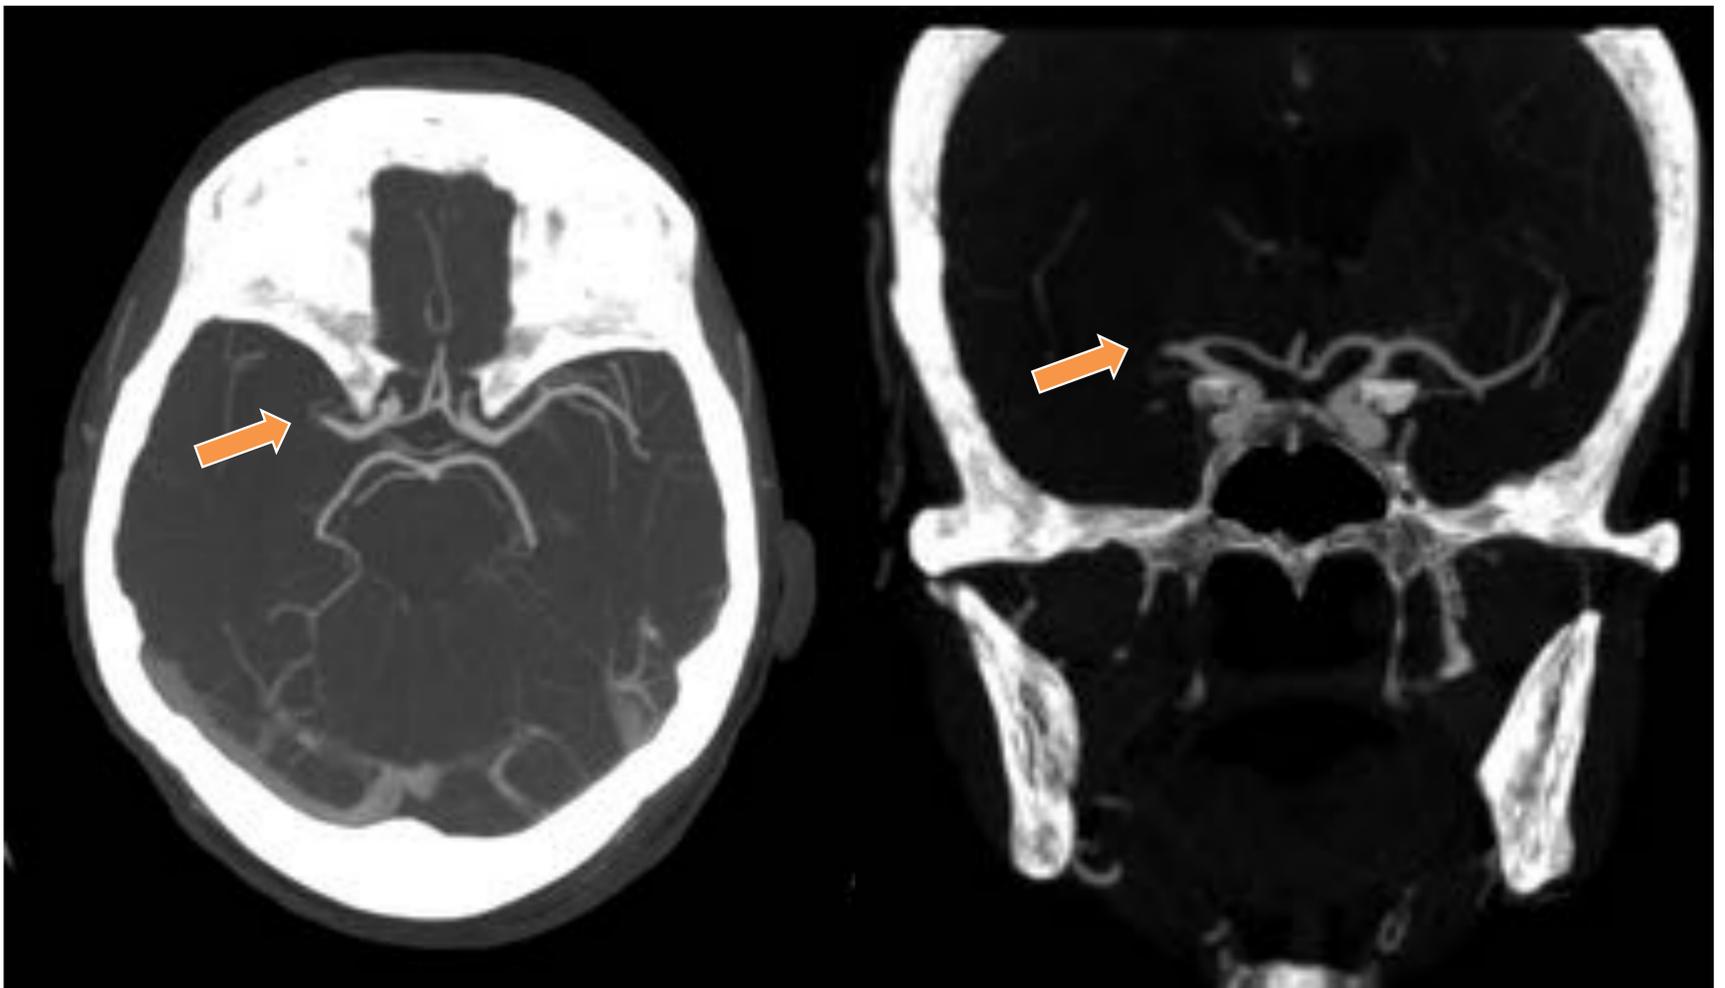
TC craneal post-administración de CIV corte axial y coronal de reconstrucción MIP del polígono de Willis con amputación en M1 de ACM derecha y posterior recanalización.
